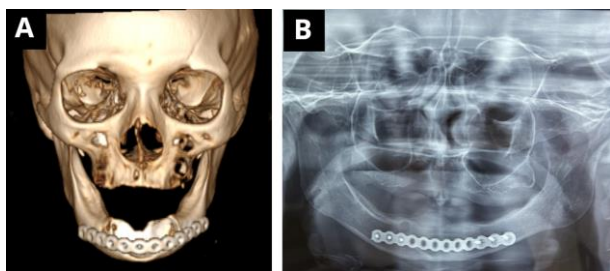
(A) Tomografia pós-operatória. (B) Radiografia panorâmica pós-operatório de 6 meses.
